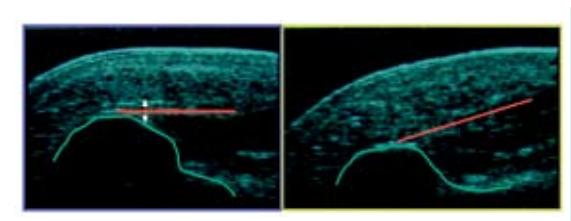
Sonographischer Längsschnitt von plantar über dem Ursprung der Plantarfaszie. Grün markiert Calcaneus-Kontur, rot Plantarfaszie. Links weißer Pfeil = Querschnitt der Plantarfaszie bei senkrecht einfallendem Schallstrahl, rechts hypoechogene Faszie bei schräg einfallendem Schallstrahl.
